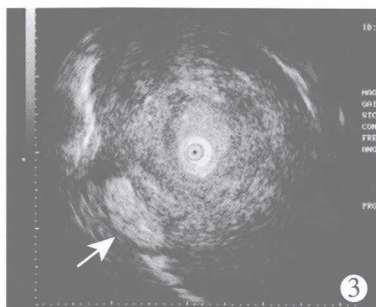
内镜超声：病变呈低回声，食管壁增厚，全层浸润，各层结构不清
